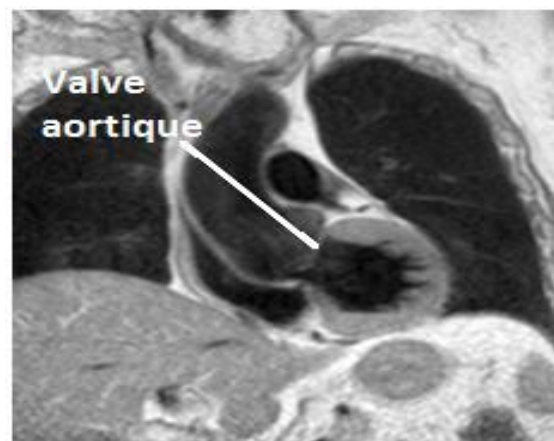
IRM : coupe frontale
